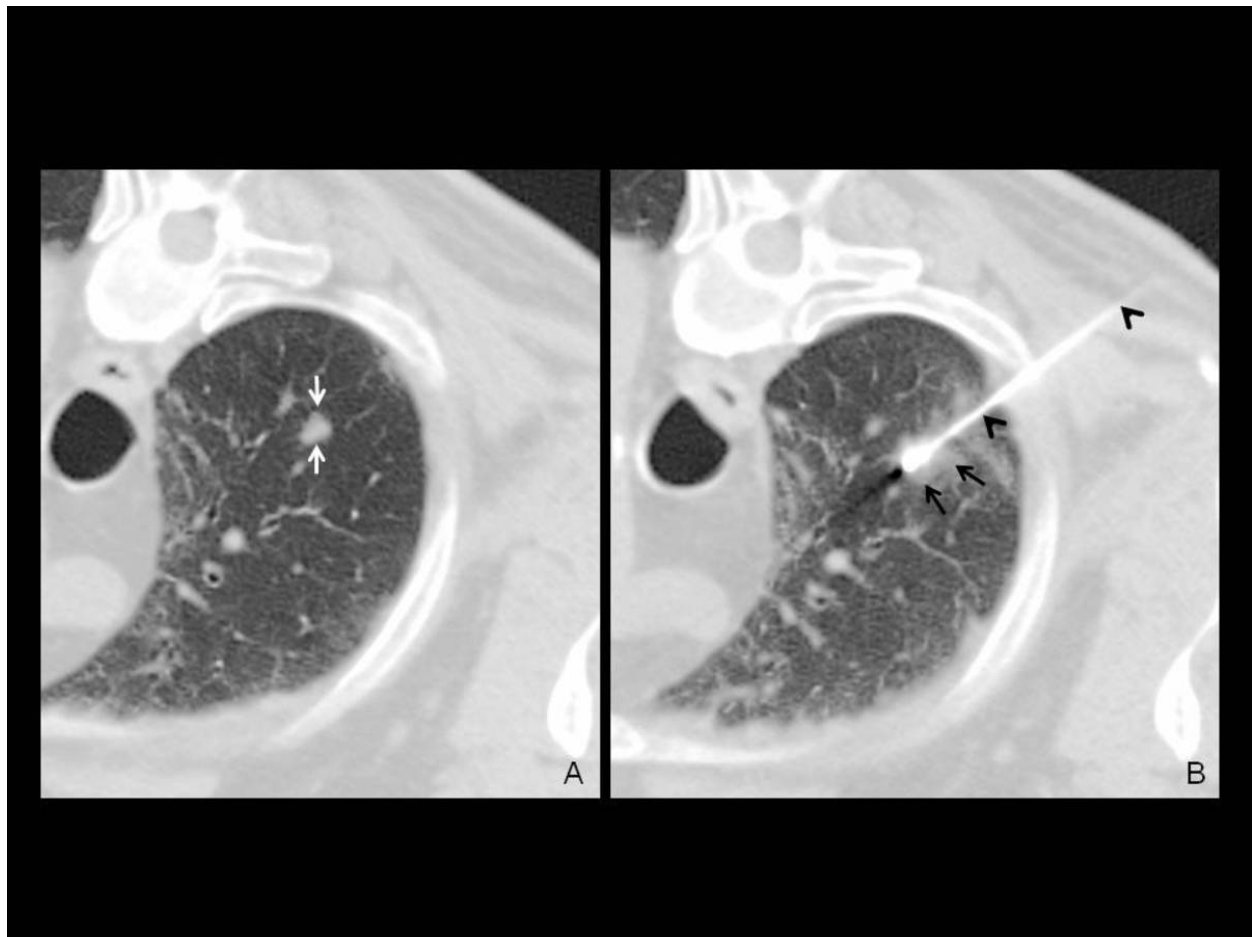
Figura 1. Radiofrecuencia pulmonar de carcinoma broncogénico guiada mediante TC. A) Imagen pretratamiento: nódulo tumoral de 8 mm situado en el segmento posterior del LSD (flechas blancas). B) Imagen durante el tratamiento: abordaje oblicuo posterior de la aguja de RF (cabezas de flecha); la punta activa de la aguja, correspondiente al extremo distal y más ancho, se encuentra en el centro del nódulo tumoral; leve hemorragia perilesional (flechas negras).
